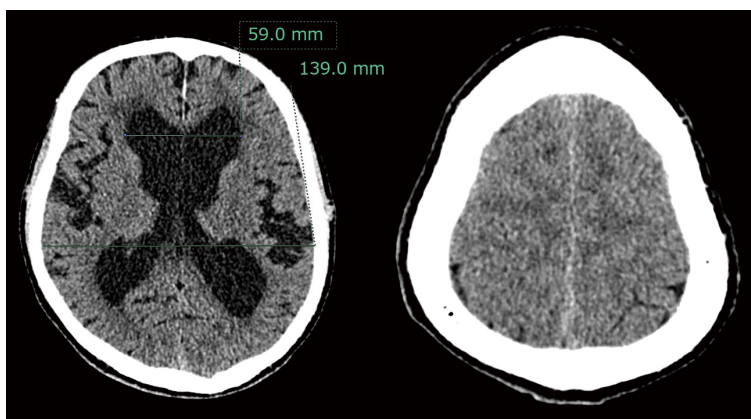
脳室拡大が目立つハキム病の頭部単純 CT 検査
